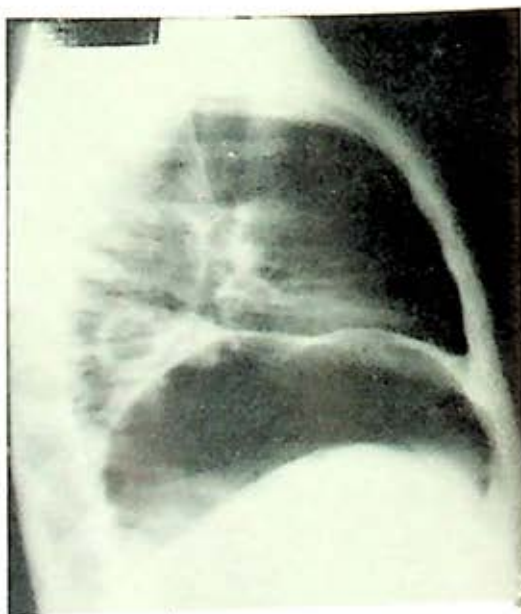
Caso 9.—Radiografía lateral derecha, que confirma los datos de la anterior, Resolución con lobectomía inferior derecha.
